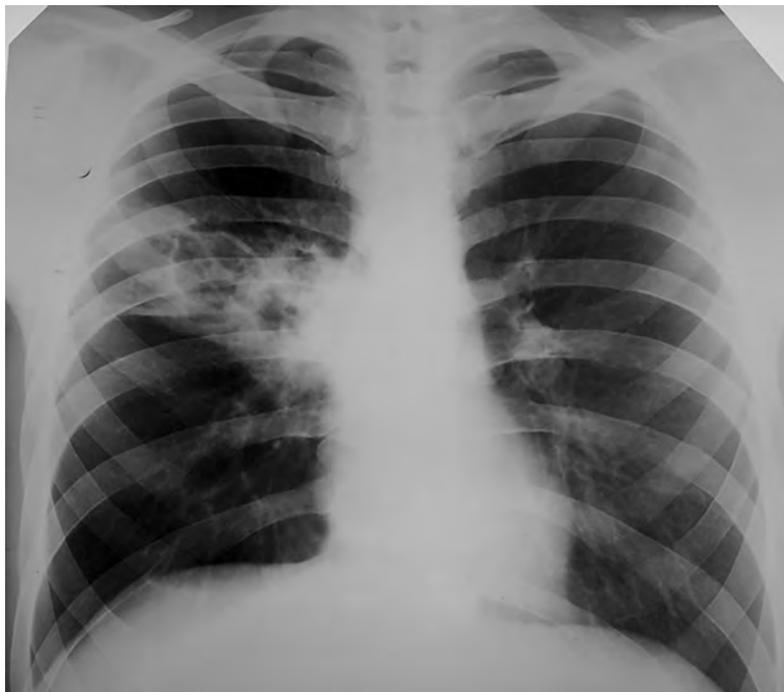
Пациент И. Рентгенологический контроль от 26 марта 2020 г. Описание в тексте
